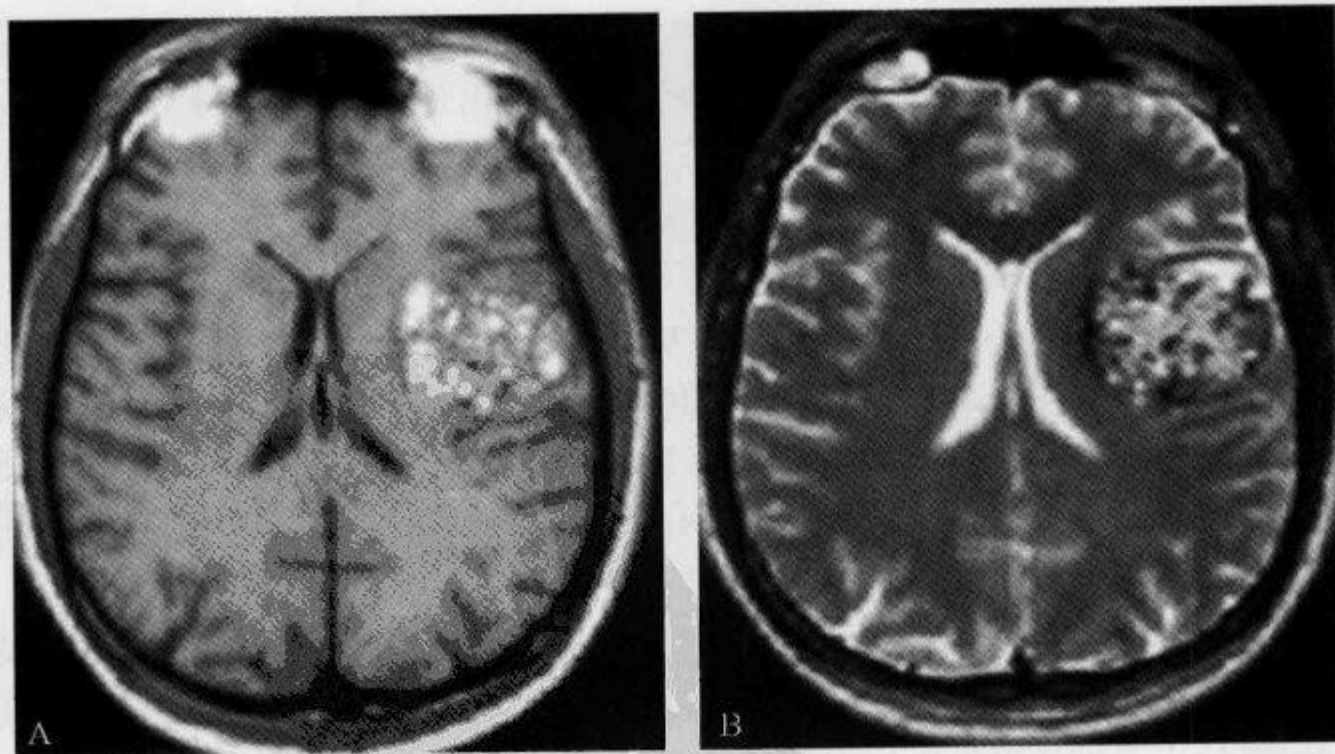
巨大海绵状血管瘤，MRI 示“铁环征”
